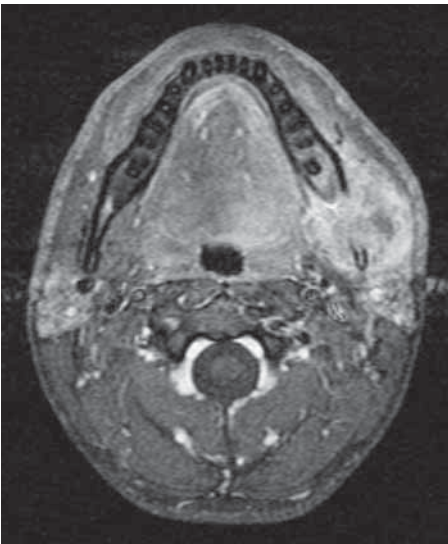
Präoperatives MRI: ossärer Defekt linker Kieferwinkel und hyperintensere Weichteiltumor mit deutlich erhöhtem Kontrastenhancement.
